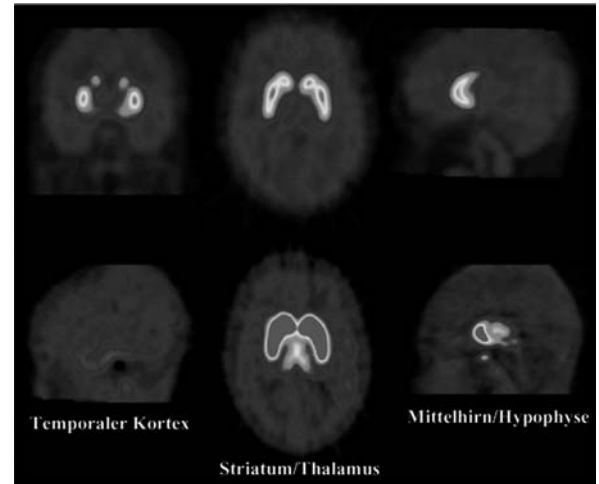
PET-Untersuchungen gesunder menschlicher Probanden mit zwei Liganden für D_2 - und D_3 -Dopaminrezeptoren unterschiedlicher Affinität. Desmethoxyfallyprid (*obere Reihe*) weist eine K_i von ca. 15 nM auf. Es erlaubt eine reliable Quantifizierung des Zielrezeptors nur im Striatum. Demgegenüber ermöglicht das Analogon Fallyprid (K_i : 38 pM, *untere Reihe*) die Quantifizierung von D_2/D_3 -Rezeptoren selbst in Hirnregionen mit sehr niedriger Rezeptordichte, z. B. im temporalen Kortex. (Mod. nach Siessmeier et al. 2005; s. auch Farbtabelle am Buchende)
